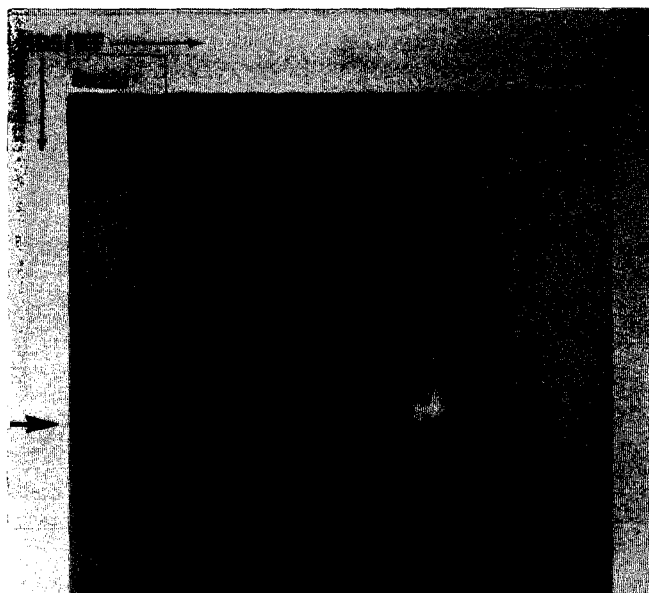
Autoradiographie d'une électrophorèse bidimensionnelle d'extraits de cellules endothéliales marquées au ^{35}S -Met. L'antigène de 55 kD est localisé par la petite flèche (la flèche horizontale localise le poids moléculaire 55 kD).
